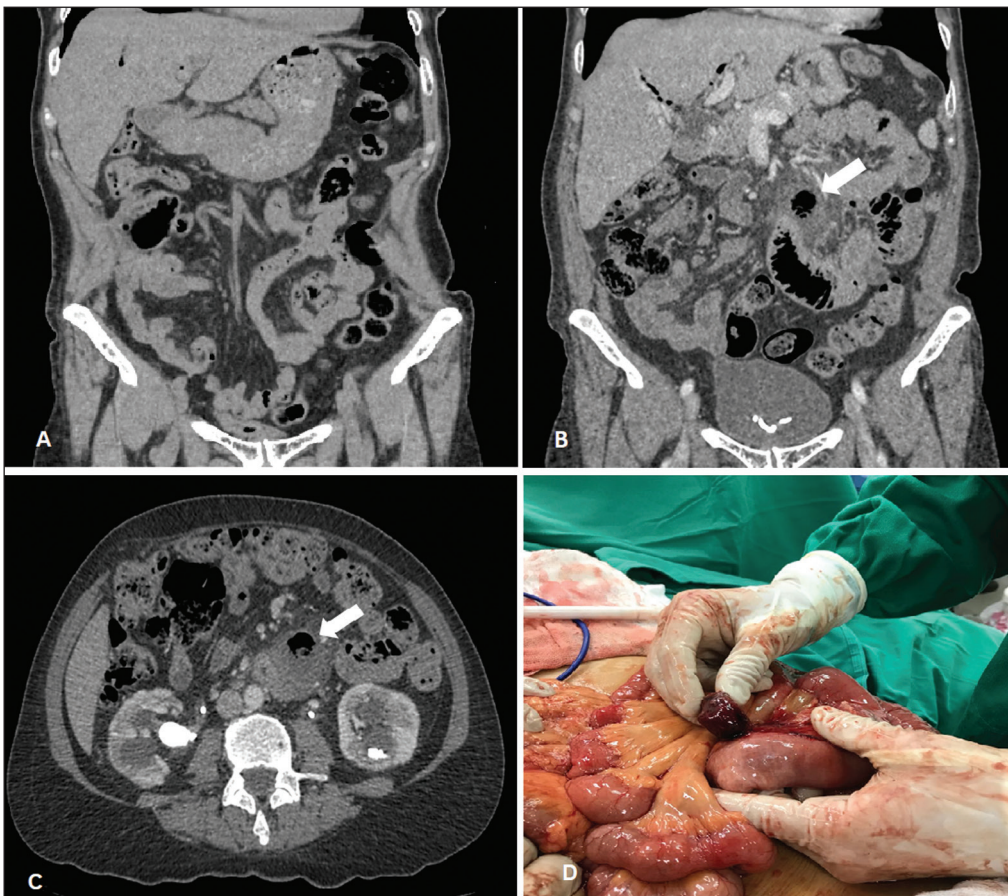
TC coronal (A) realizada há 6 meses não demonstrou divertículo. TC coronal (B) e axial (C) mostram formação diverticular com sinais de inflamação adjacente (seta). Laparotomia confirmando os achados radiológicos de diverticulite (D).
